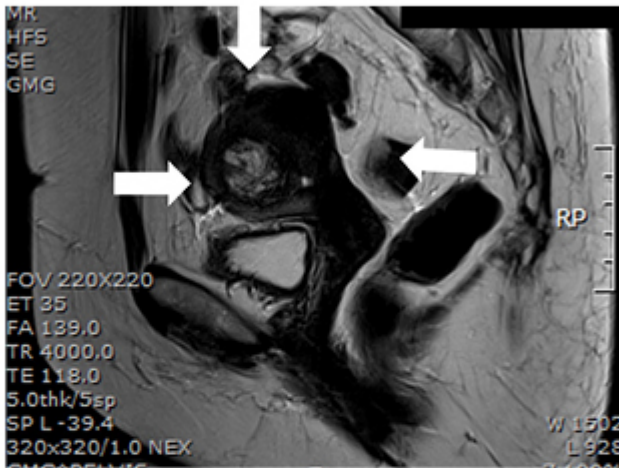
c. MRI T2-Endometrial Stromal Sarcoma, high signal(heterogenous)
